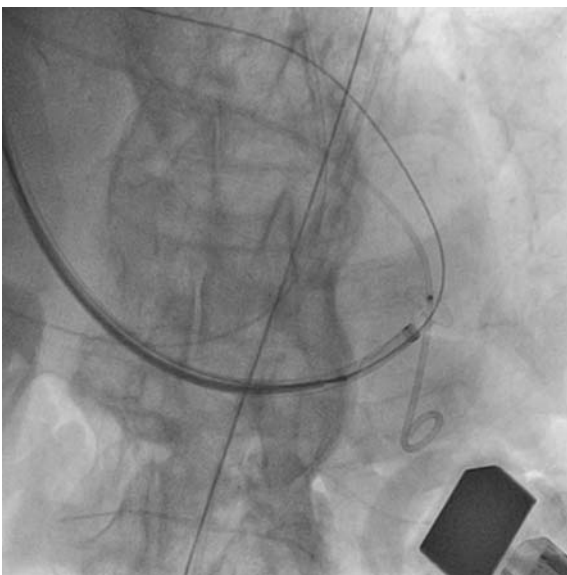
Рентгеноскопия в передне-задней проекции, представлено прохождение длинного проводника через ДМЖП и раскрытие левожелудочкового диска. Проводник остается на месте
